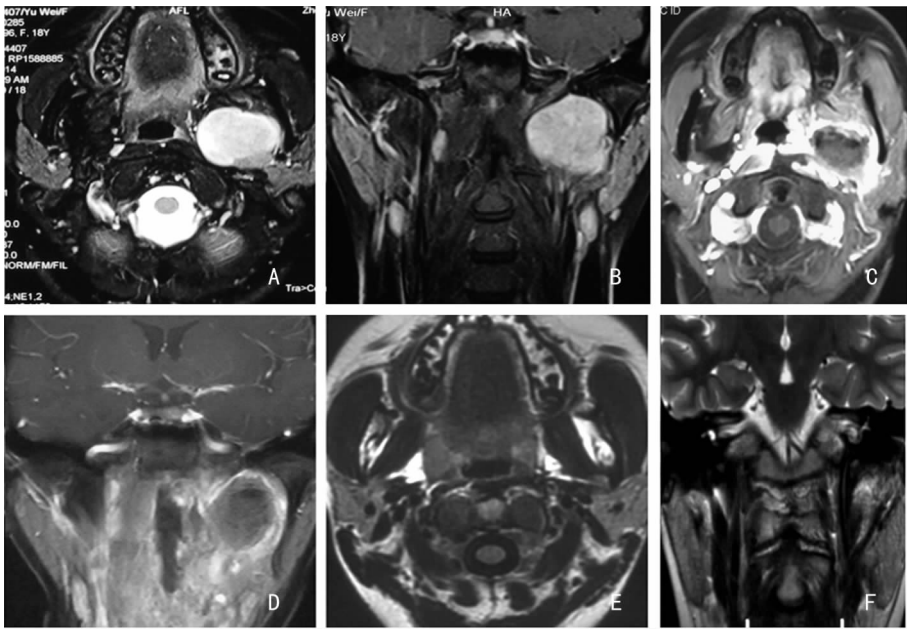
患者 1 术前 MRI 强化水平位(A)显示肿瘤位于咽旁隙,与腮腺深叶相连,颈内动脉被挤压向后外移位;冠状位(B)显示肿瘤界限清楚;术后 1 周水平位(C)及冠状位(D)MRI 强化未见肿瘤残留;术后 1 年水平位(E)及冠状位(F)MRI 强化未见肿瘤复发
